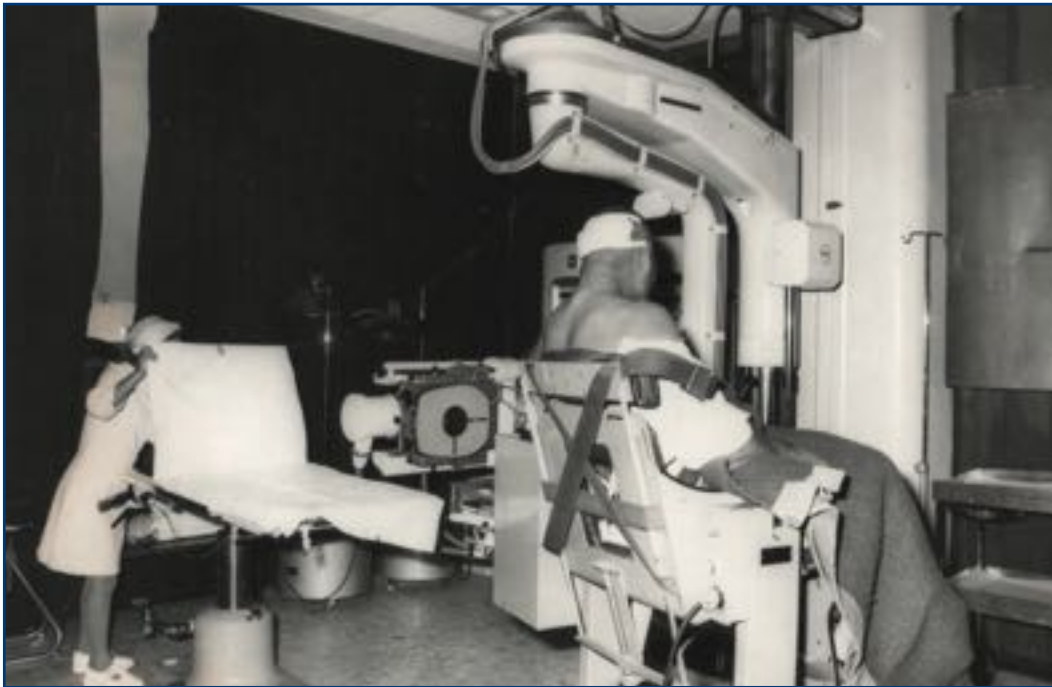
Tomógrafo Mimer III con angiografía digital por sustracción y tomografía lineal acoplado al craneógrafo para la realización de la neumo y angiotomografía lineal.
